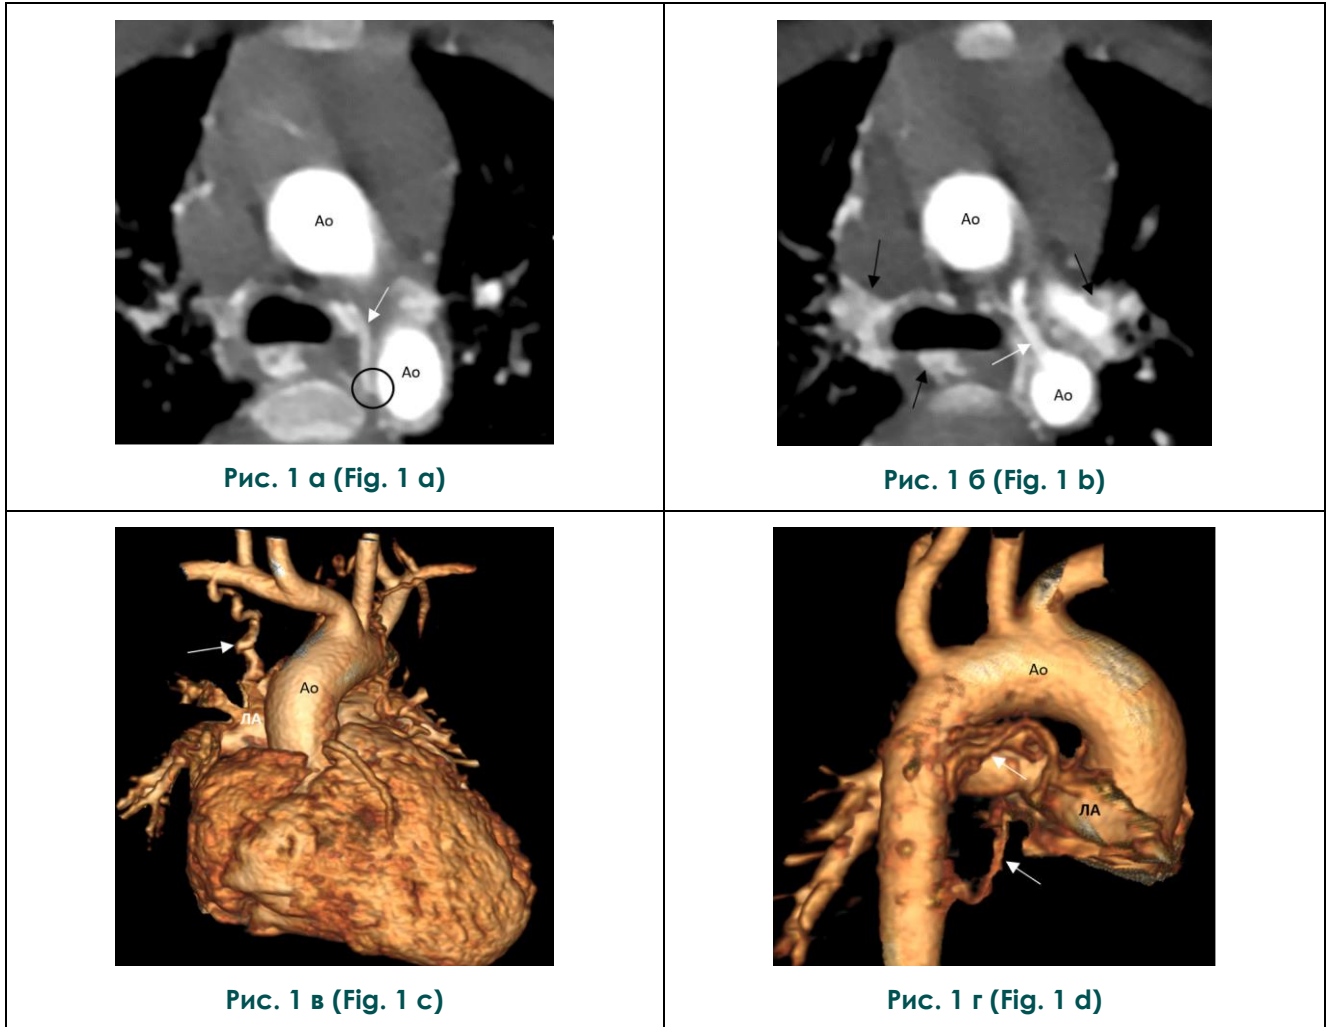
КТ сердца с внутривенным контрастным усилением, артериальная фаза, ретроспективная ЭКГ-синхронизация (медикаментозная седация). Пациент А., 1 год. Тетрада Фалло.
